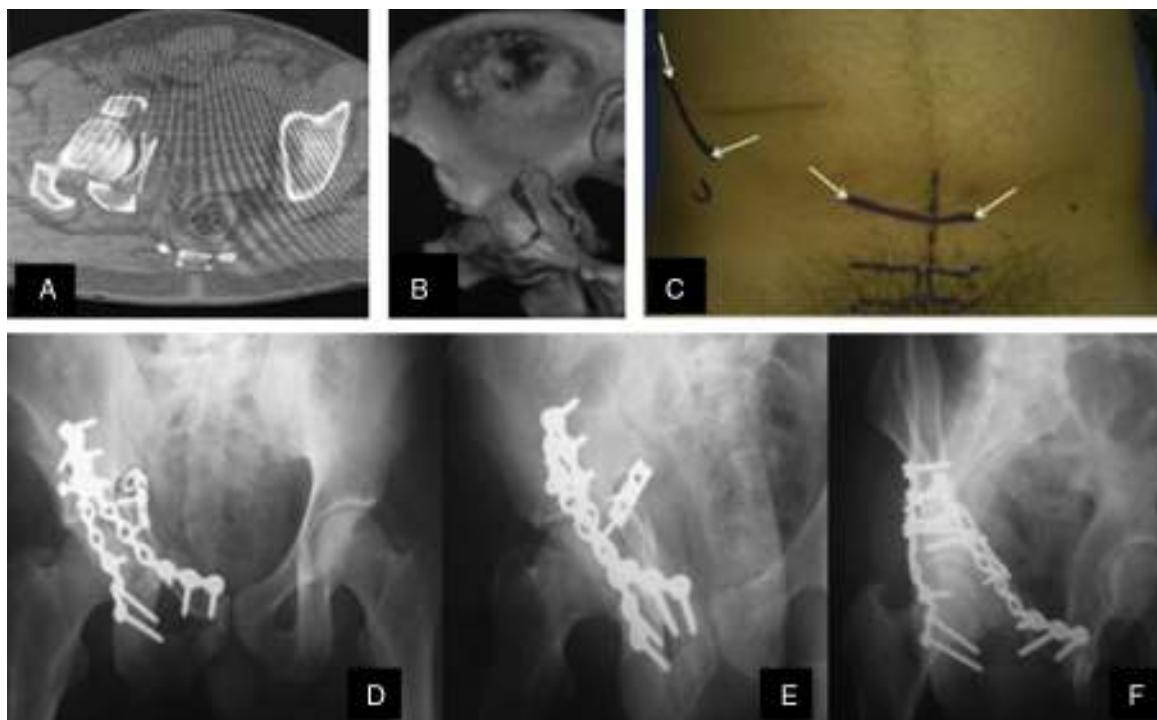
Abordaje acetabular de Stoppa modificado. A y B) Tomografía computarizada y reconstrucción tridimensional que muestra conminución grave y desplazamiento de la lámina cuadrilátera. C) Incisiones de piel delimitadas con las flechas para el abordaje por la ventana suprapública y ventana ilíaca. Como referencias anatómicas se encuentra demarcada además la espina ilíaca anterior-superior y las ramas púbicas, y en línea punteada vertical la línea media. (Obsérvese una cicatriz antigua de apendicectomía.) D-F) Resultado posquirúrgico. En la radiografía de la derecha (proyección obturadora) se detalla la perfecta adaptación de la placa sobre la lámina cuadrilátera.
